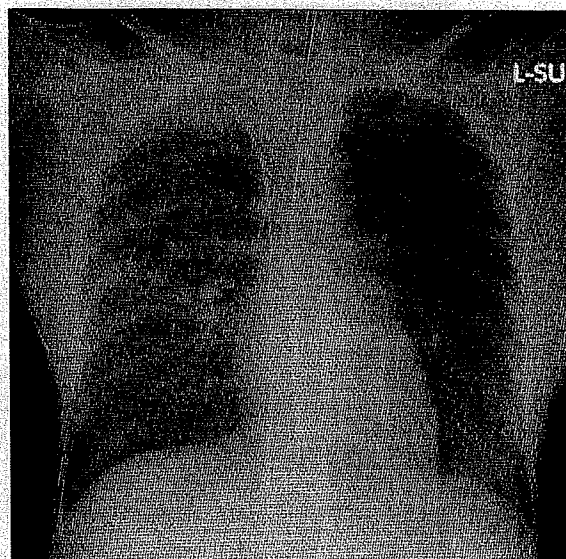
A chest X-ray film immediately after revival. Pulmonary edema and pneumonia were observed.
